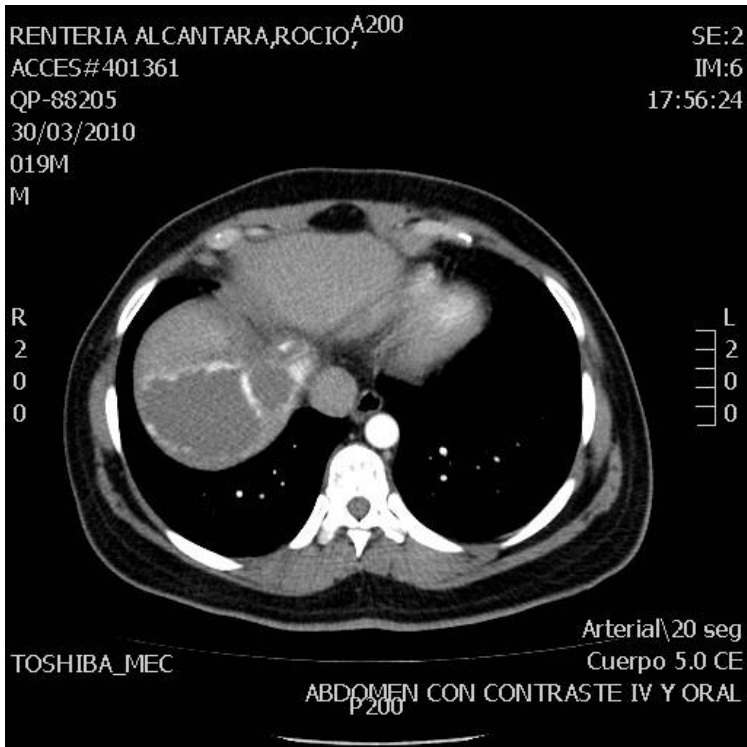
TC con contraste. Lesión hepática con centro hipodenso y borde con captación del medio de contraste sugerente de hemangioma.
